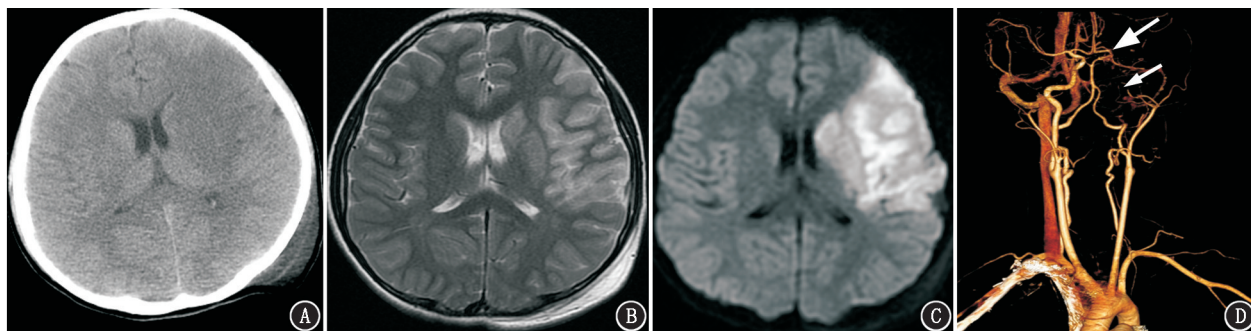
左侧颈动脉结扎术后颈动脉残端综合征患者(男,10岁)影像学检查图。1A. CT示左侧额、颞、岛叶、基底节区大片边界模糊的稍低密度区;1B,1C. MRI示左侧额、颞、岛叶、基底节区在 T_2 加权成像(1B)、弥散加权成像(1C)上均呈高信号,提示大片脑缺血水肿或可能继发脑梗死的可能;1D.颈部CT血管成像示左侧颈内动脉颈段至虹吸段闭塞(小箭头示),左侧大脑中动脉M1段不全闭塞(大箭头示)
